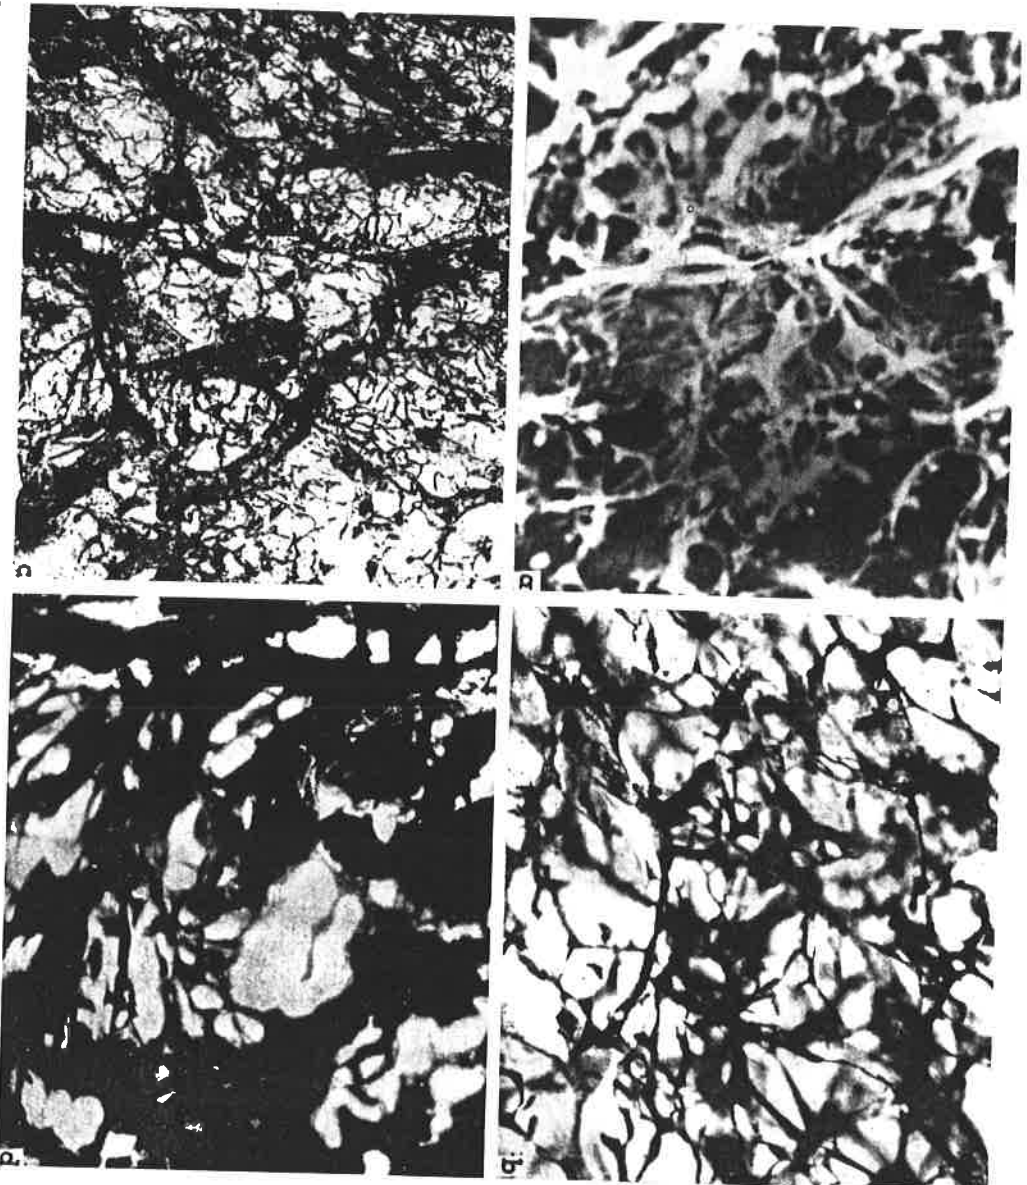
a) Lymphkapillare und Lymphgefäße der Schilddrüse eines erwachsenen Menschen. Injektion mit Bleiweiß. Mikroröntgenogramm. Vergrößerung $24\times$. b) Lymphkapillare der Schilddrüse des Kaninchens in normalen Bedingungen. Vergrößerung $28\times$. c) Lymphkapillare der Schilddrüse des Kaninchens nach 15täglicher Einnahme von Thyroëdin. Vergrößerung $28\times$. d) Lymphkapillare der Schilddrüse des Kaninchens nach 15täglicher Einnahme von Methythyronitril. Vergrößerung $28\times$.
